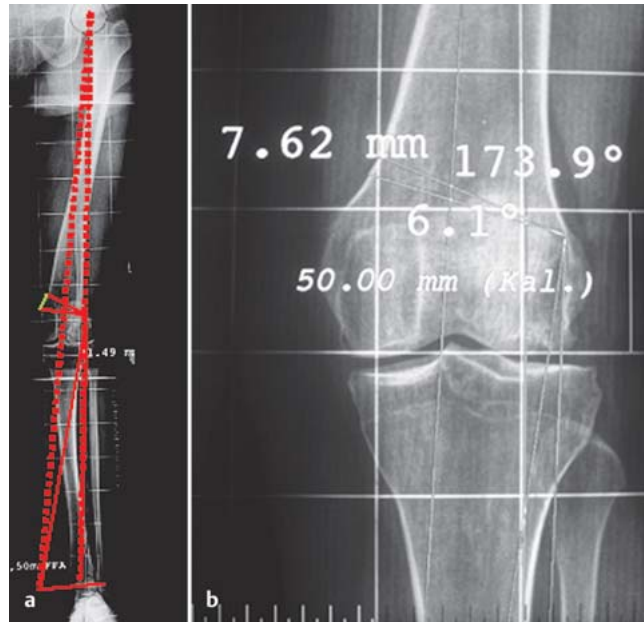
a und b Die präoperative Planung an der Ganzbeinaufnahme sollte vor der Operation zeichnerisch geplant werden. Dies kann entweder an der digitalen Röntgenkonsole oder manuell erfolgen. a Digitale Planung. b Ausschnittsvergrößerung einer Planung. Diese kann im Operationssaal sehr hilfreich sein.
